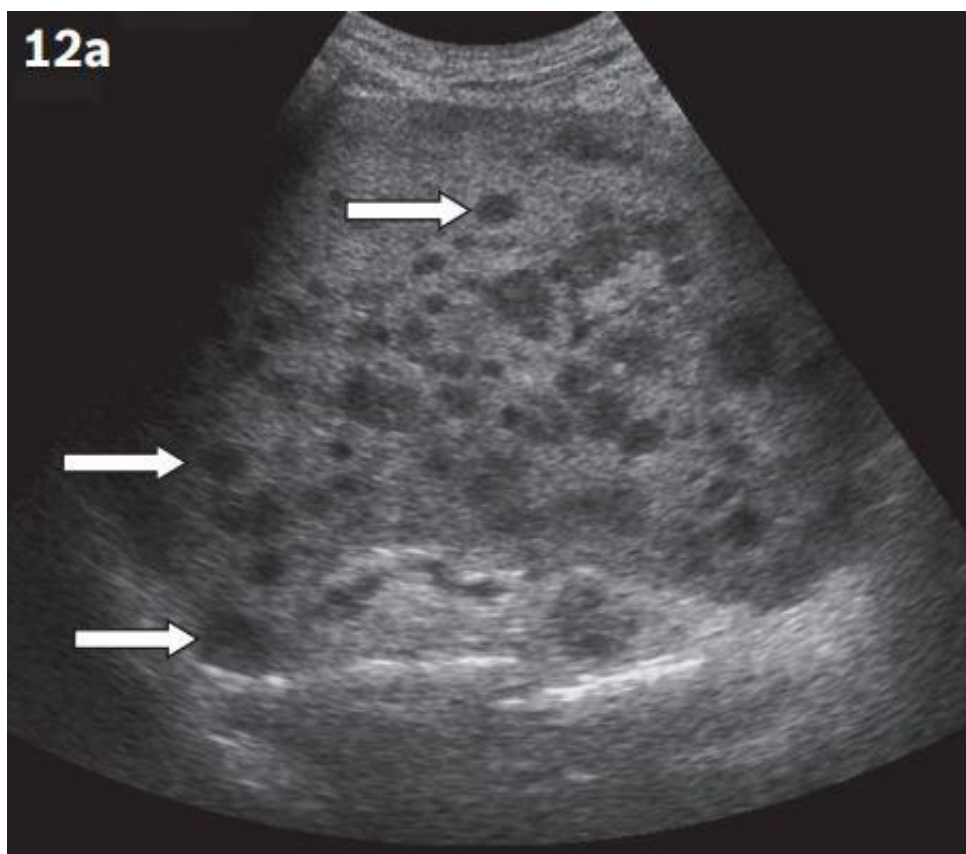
image échographique d'un lymphome multifocal avec atteinte splénique
